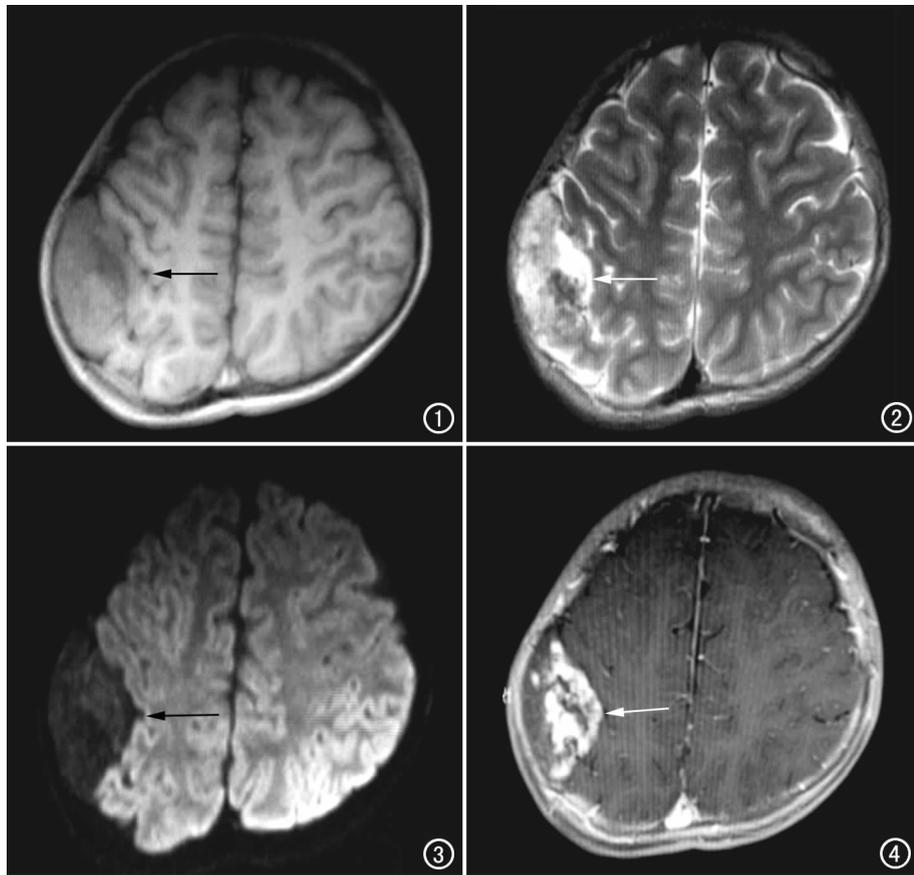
横断面T₁WI示右侧顶部可见类圆形混杂等T₁信号(箭)。图2 横断面TSE序列T₂WI示右侧顶部可见类圆形混杂长T₂信号(箭)。图3 DWI(b=1000 s/mm²)示病变扩散未见受限(箭)。图4 增强扫描延迟期轴面图像示右顶部病变呈不均匀明显强化,边缘清晰,邻近脑膜未见明显强化(箭)。
